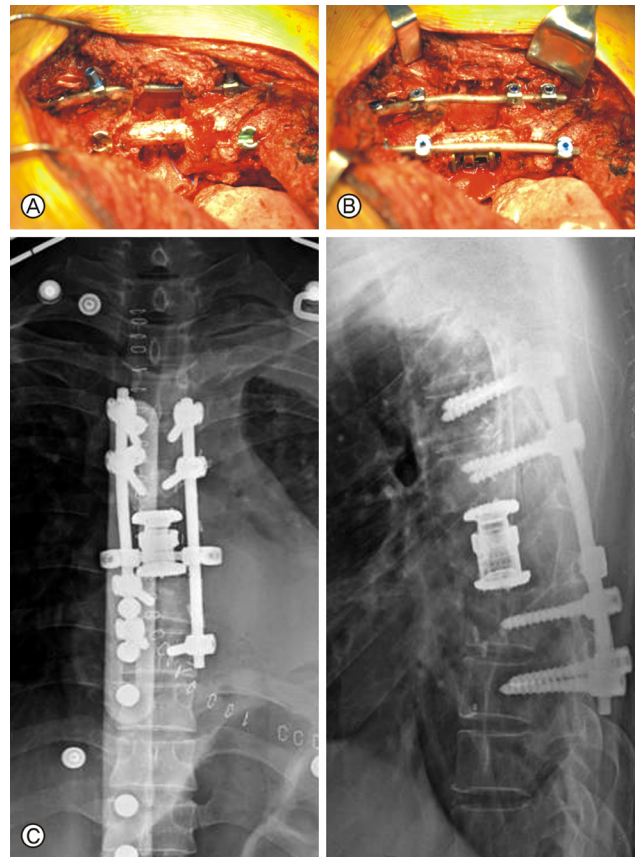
A: Posterior pedicle screws and rods fixation were performed. B: Anterior column was reconstructed with an expandable cage (Synex, Synthes, USA). C: Postoperative radiographs showing total spondylectomy with anterior and posterior instrumentation.
